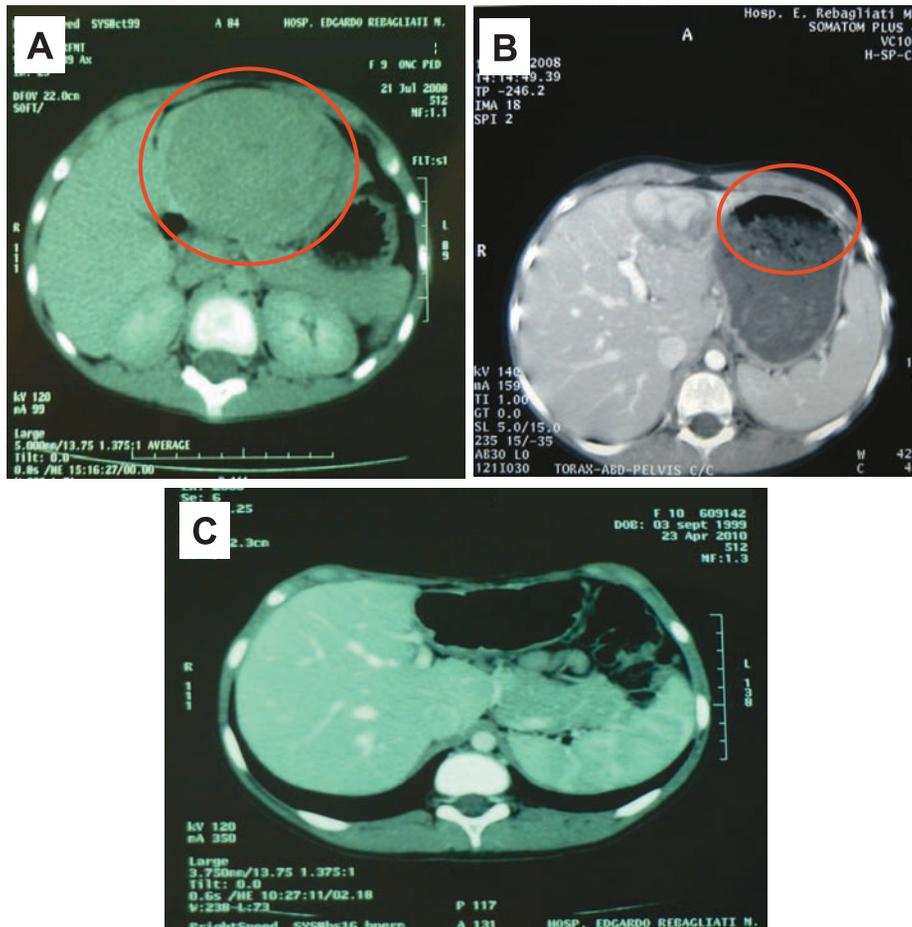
A) Tomografía control en la semana 7 del tratamiento. B) Tomografía control al final del tratamiento neoadyuvante combinado. C) Tomografía control a los 16 meses post tratamiento.
